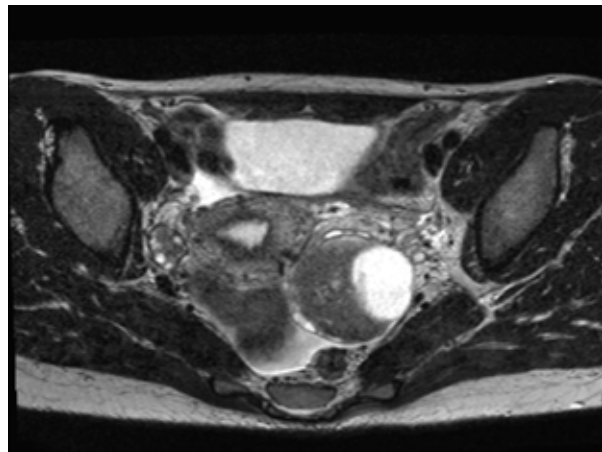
Эндометриоидная киста яичника, II фаза цикла (МРТ)
